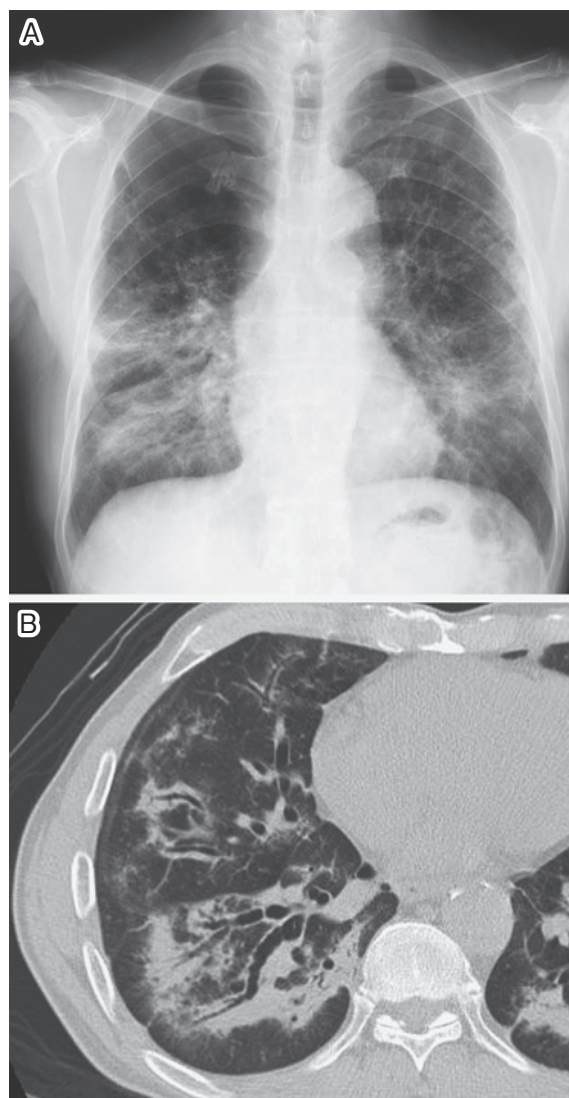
(A) Chest X-ray film on admission shows infiltrative shadows in bilateral lower lung fields. (B) Chest CT scan shows diffuse ground-glass opacities, consolidation and traction bronchiectasis.
